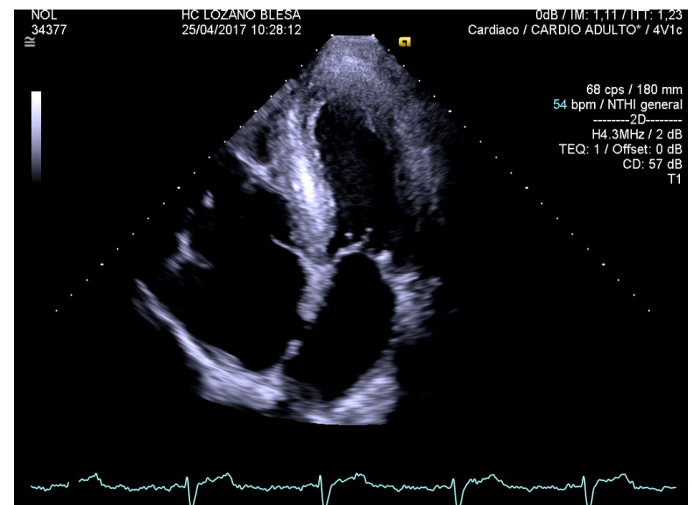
Ecocardiograma en paciente con ATTRwt que muestra hipertrofia VI concéntrica con dilatación auricular.
